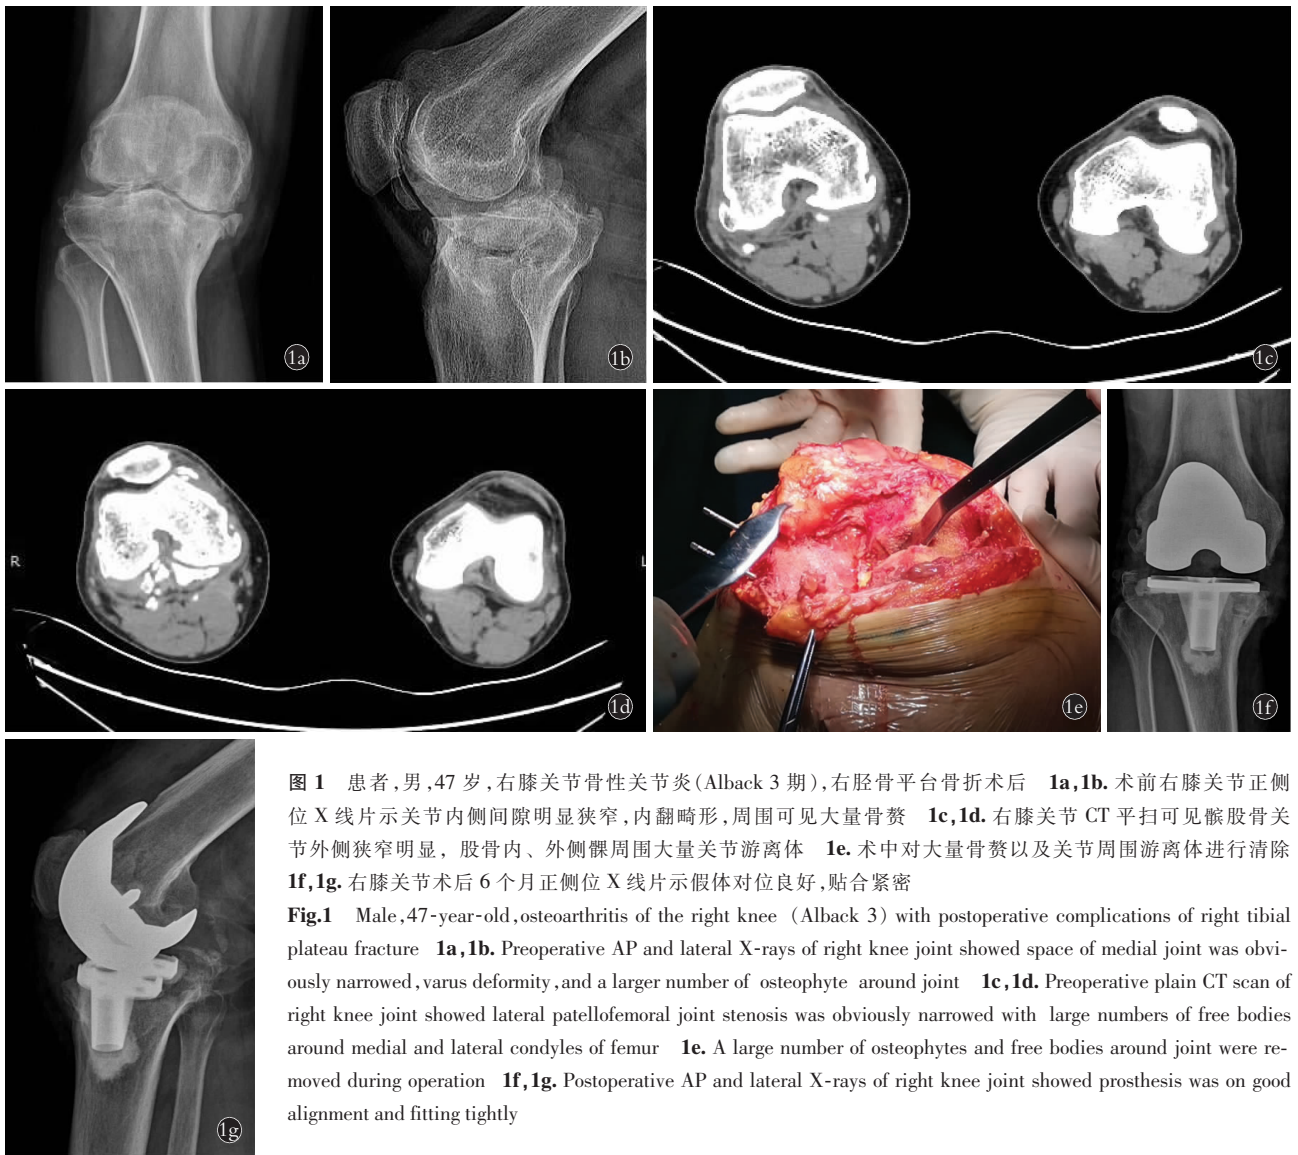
患者,男,47 岁,右膝关节骨性关节炎(Alback 3 期),右胫骨平台骨折术后 1a,1b. 术前右膝关节正侧位 X 线片示关节内侧间隙明显狭窄,内翻畸形,周围可见大量骨赘 1c,1d. 右膝关节 CT 平扫可见髌股骨关节外侧狭窄明显,股骨内、外侧髁周围大量关节游离体 1e. 术中对大量骨赘以及关节周围游离体进行清除 1f,1g. 右膝关节术后 6 个月正侧位 X 线片示假体对位良好,贴合紧密
